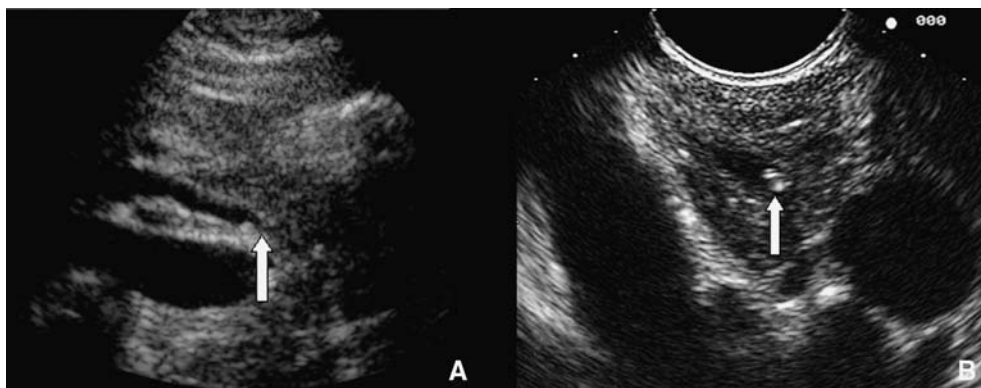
Lithiasie cholédocienne en échographie.
